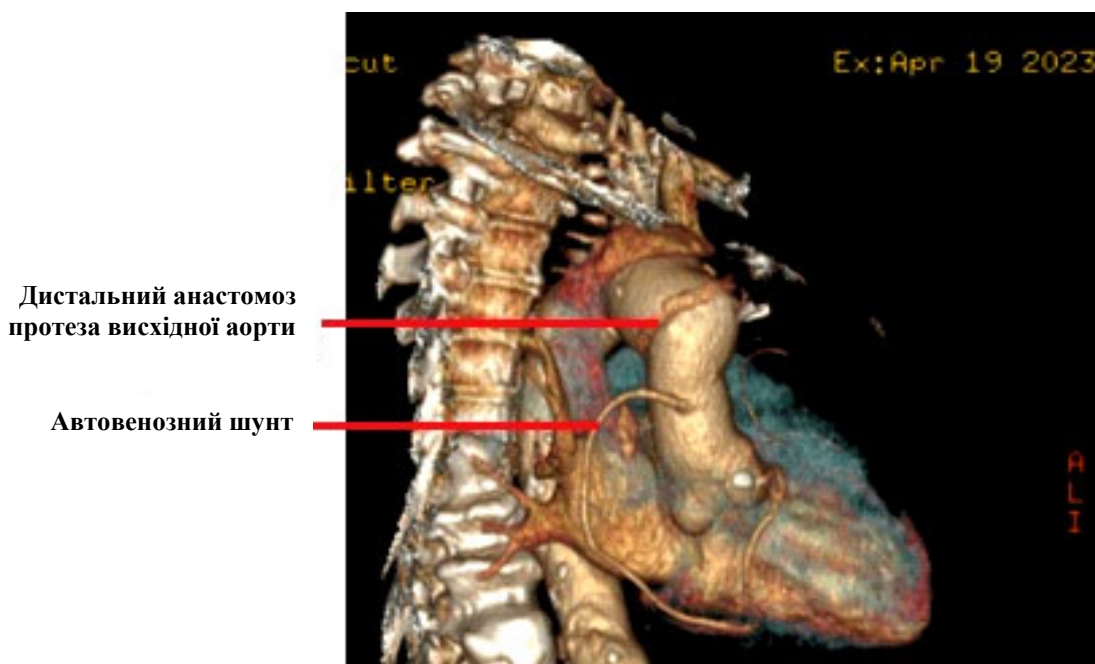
Комп'ютерна томографія. Конфігурація протезованої аорти
